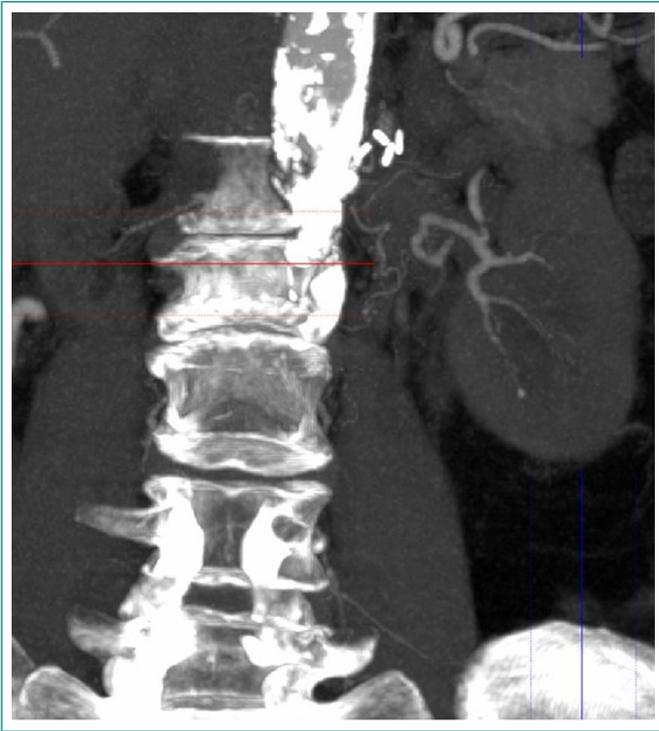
Imagen TC abdominal (corte coronal) se evidencia riñón izquierdo con estenosis de arteria renal izquierda
